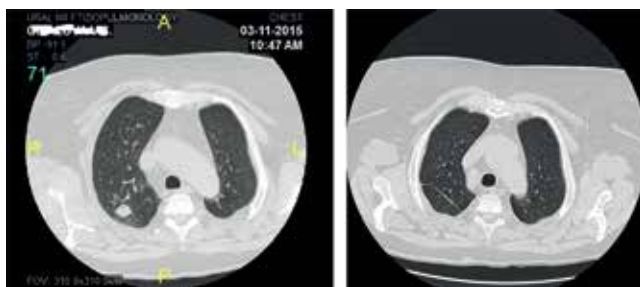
Исход прецизионной резекции (МСКТ ОГК) – в зоне операции тонкий линейный рубец
